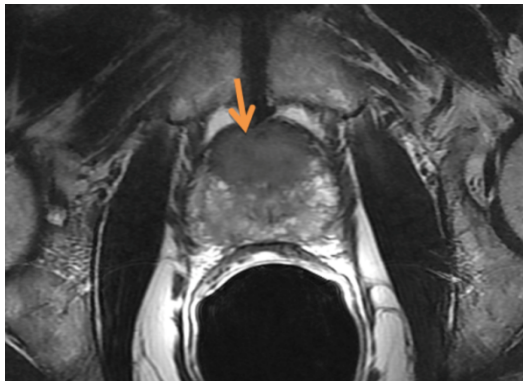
Une IRM prostatique en séquence t2 mettant en évidence une tumeur prostatique classée t3a en coupe axiale (flèche orange : tumeur)
